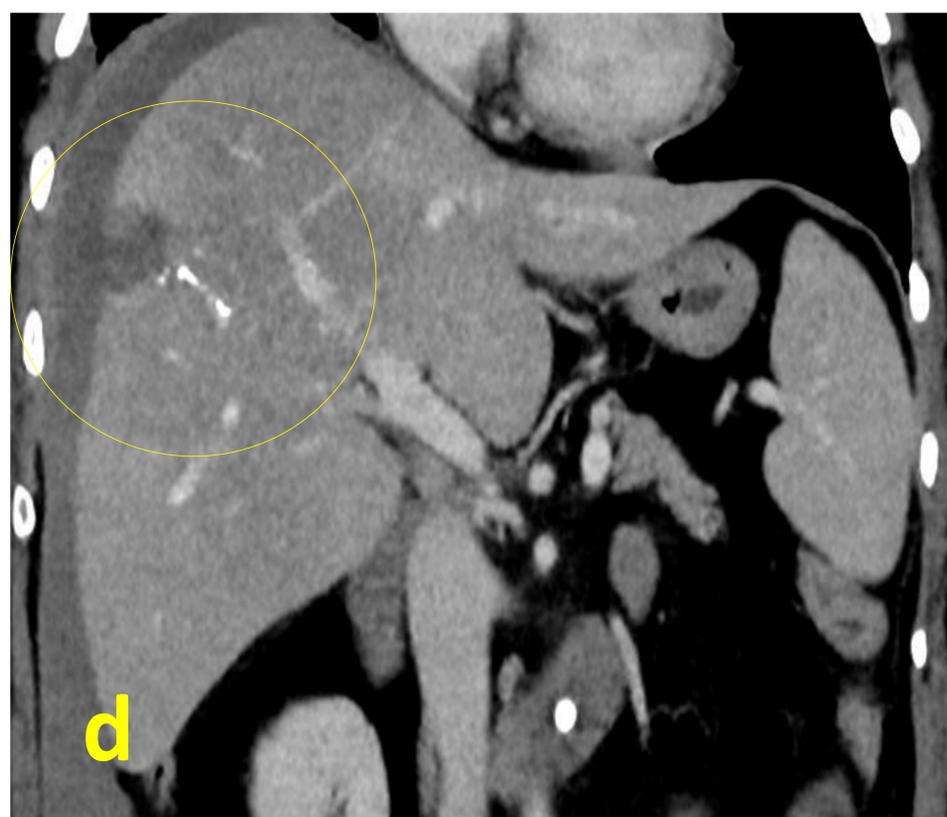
Sangrado post biopsia hepática de metástasis: a) ecografía donde se ve la guja de biopsia en la metástasis hepática, b) arteriografía selectiva de la arteria hepática y se identifica sangrado a nivel de arteria del segmento V c) embolización con lipiodol con buen control en la arteriografía, d) reconstrucción coronal donde se ve el material de embolización.
